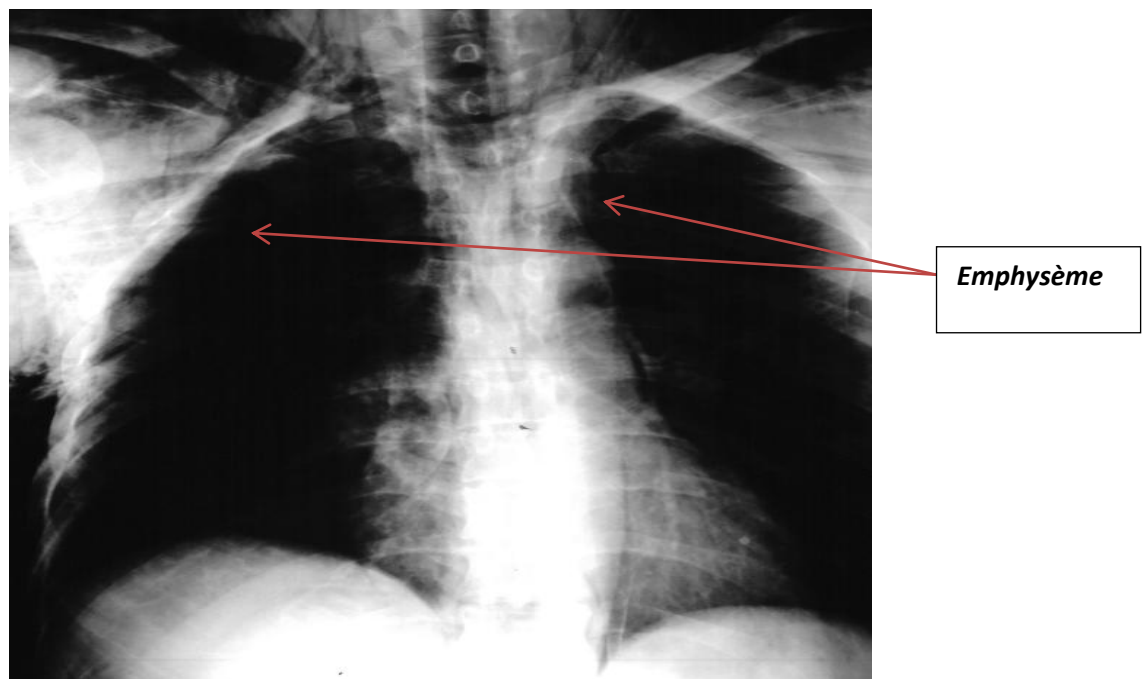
Radiographie d'un emphysème [83]
